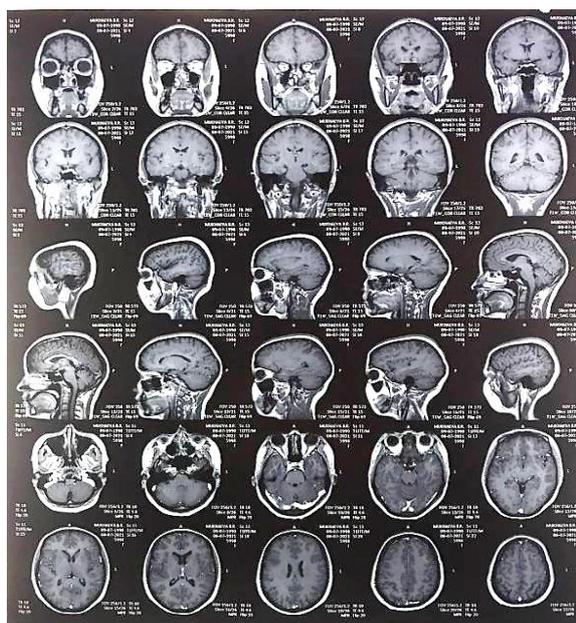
МРТ головного мозга пациентки
